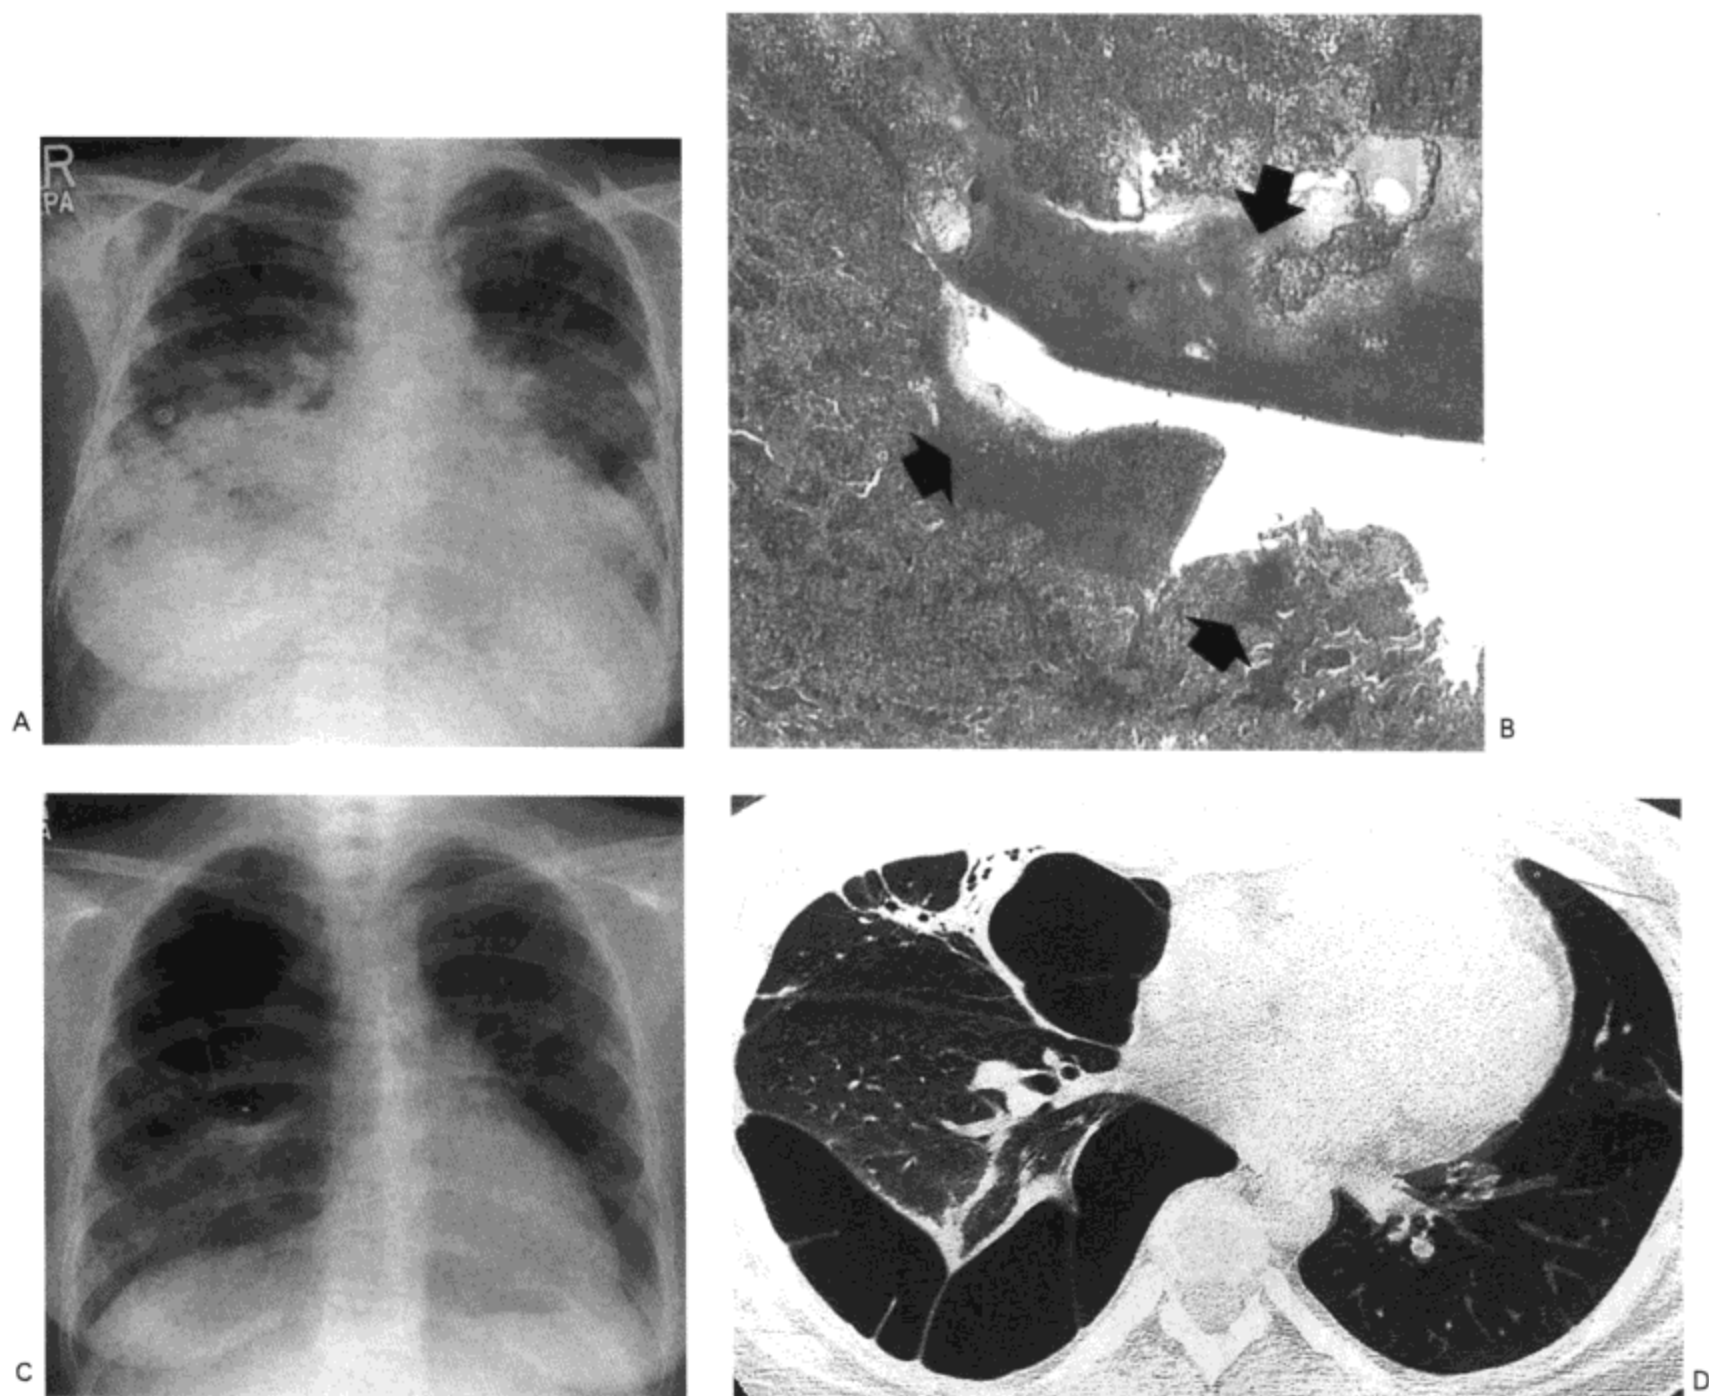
葡萄球菌肺炎-肺大疱形成。A: X线胸片示多个结节影, 局灶性肺实变区与双侧胸膜渗出(右侧纵隔增宽是皮质激素治疗引起的纵隔脂肪过多症引起的。)B: 右肺下叶活检检查的显微照片示坏死性肺炎, 伴局部空洞形成(箭号)。C: 22天后的X线胸片示右上肺与中肺区多发肺大疱。肺实变区与结节影几乎已完全消散。D: 1个月后的高分辨率CT影像示右中肺与下肺叶多发充气的囊。同时注意右下肺叶肺实质带。病人26岁, 女, 患红斑狼疮。
